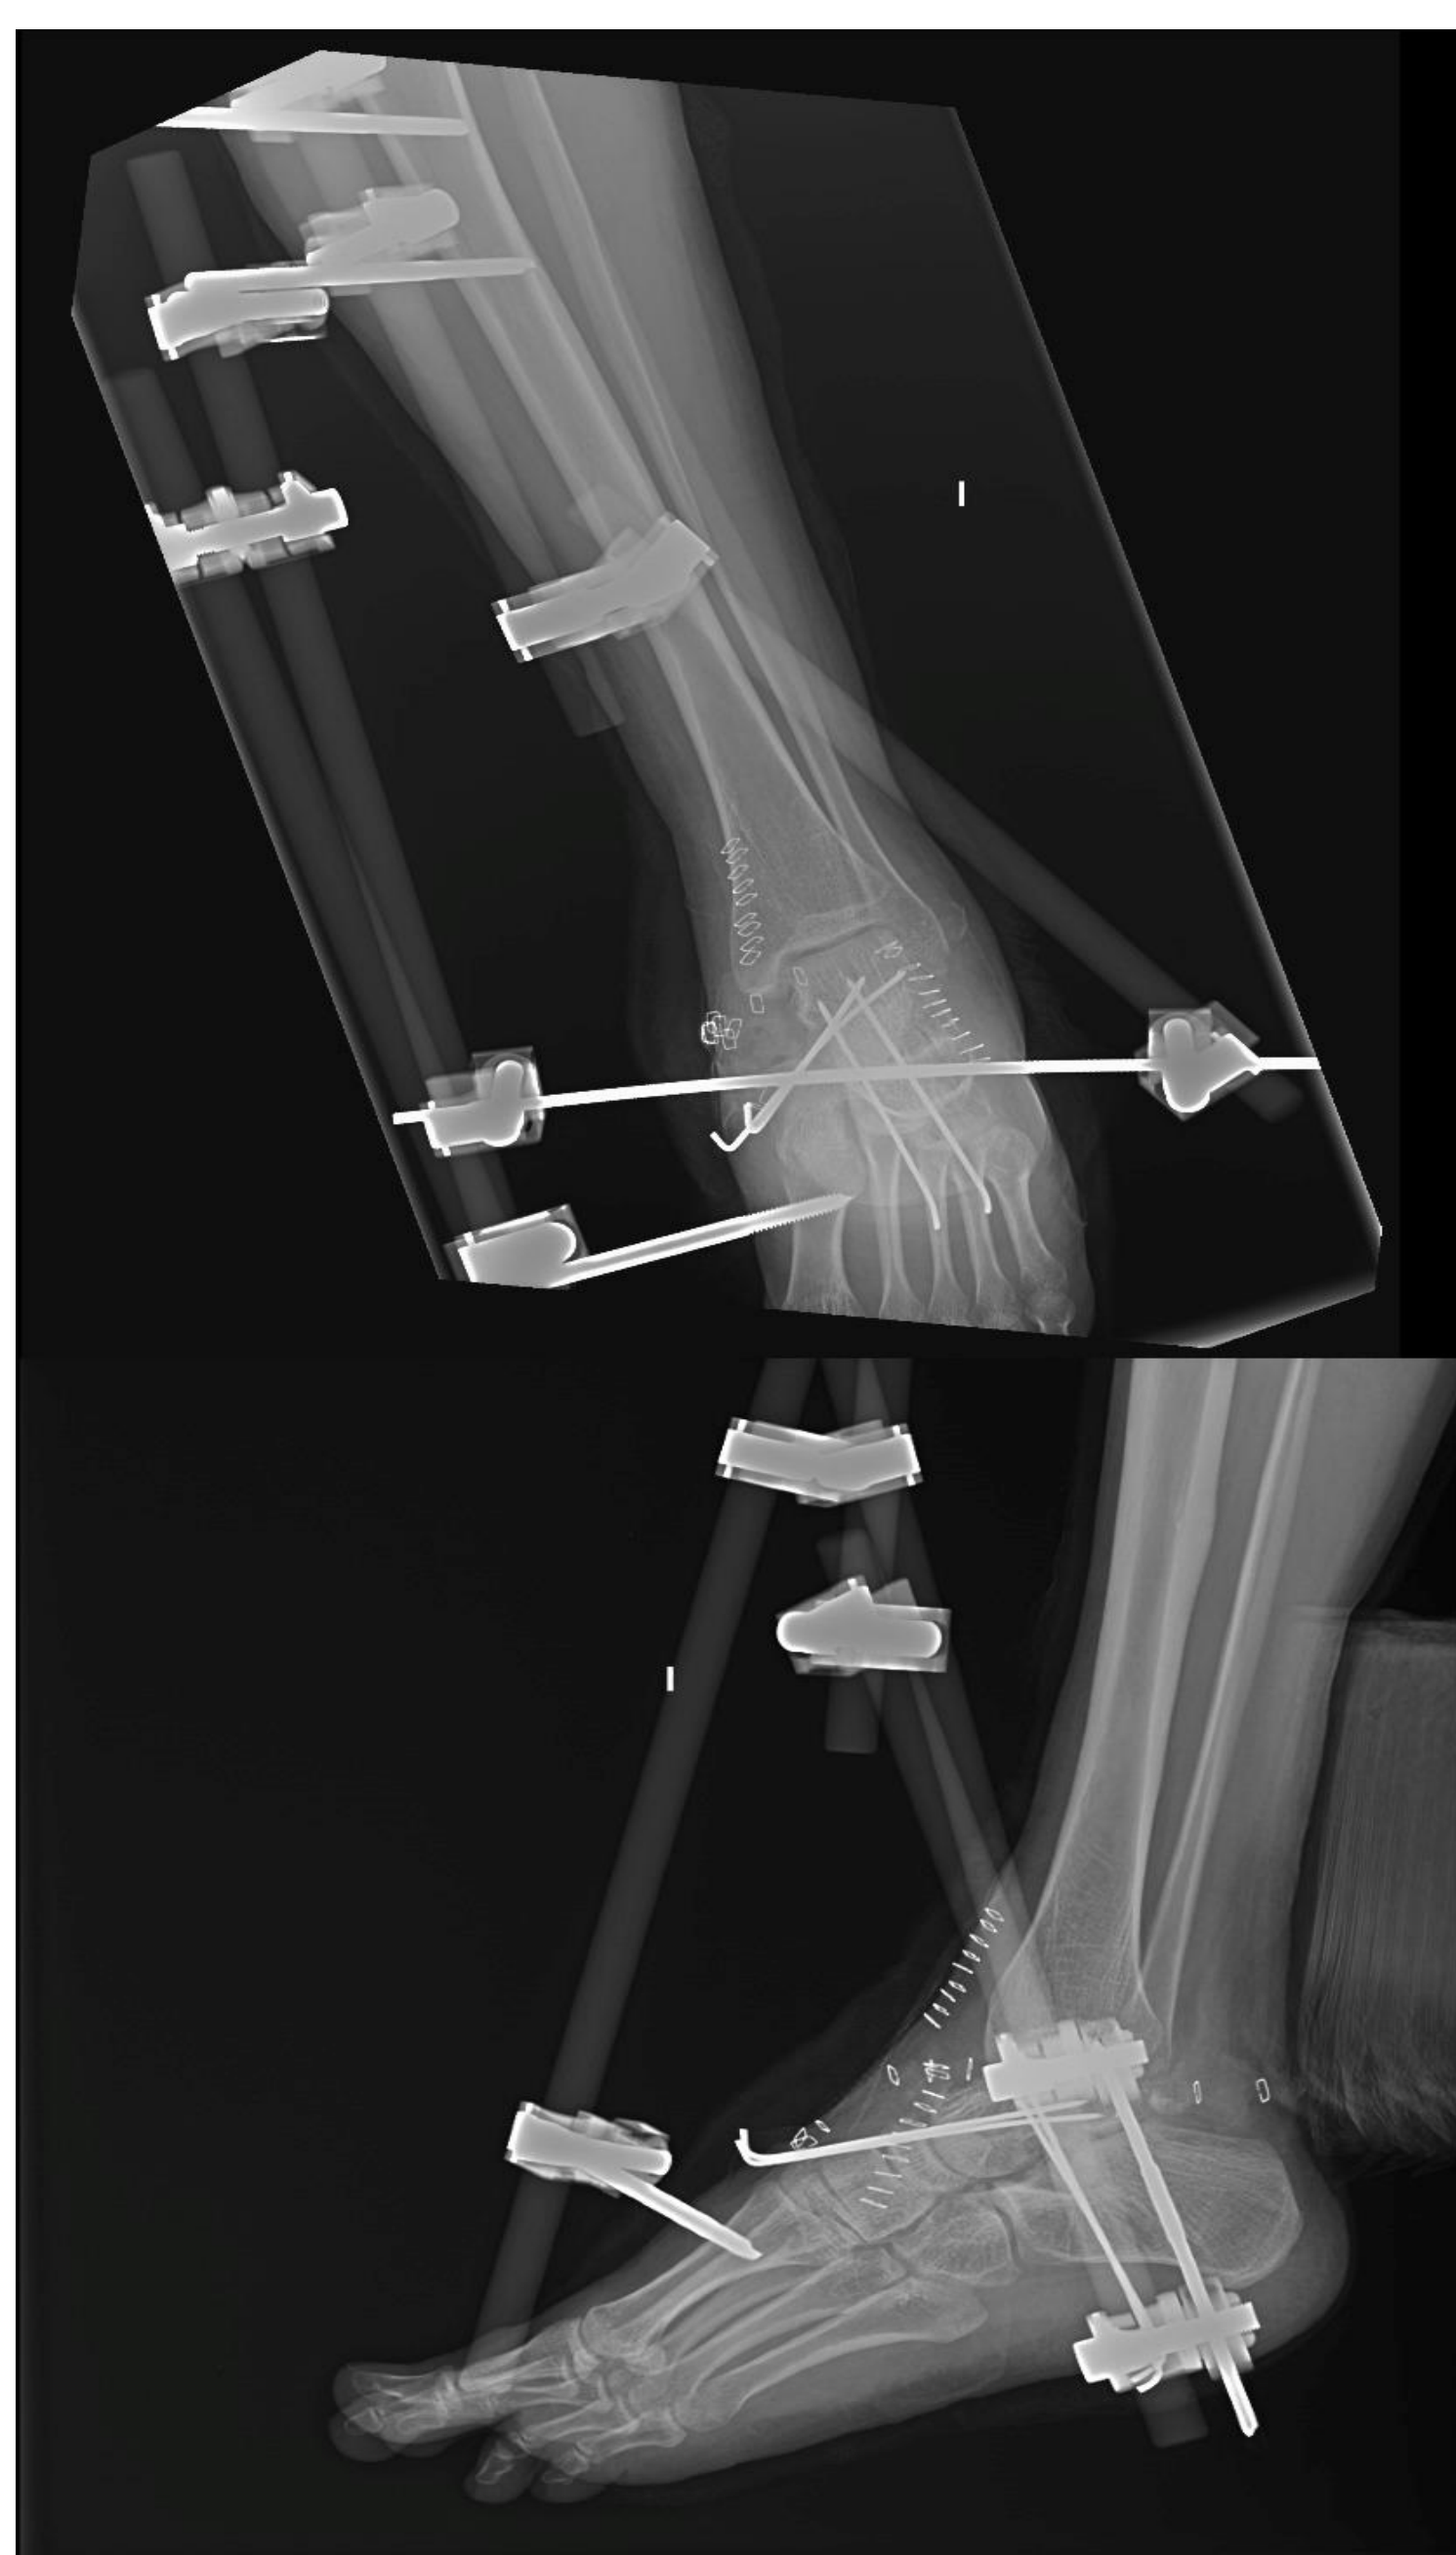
Radiografía AP y lateral de control postquirúrgico
